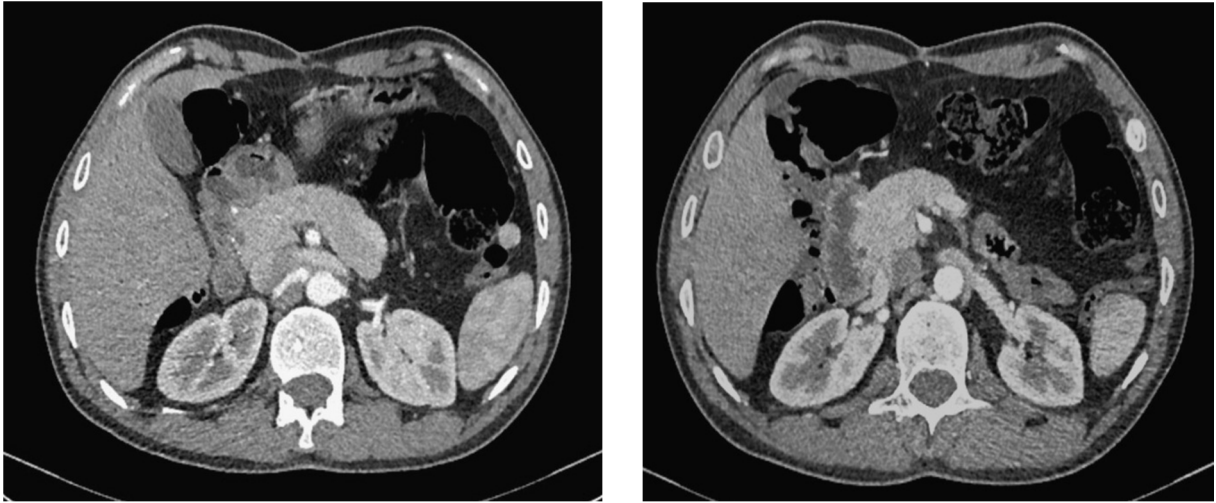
TDM abdominale-montrant un pancréas homogène , sans lésion nodulaire pancréatique
